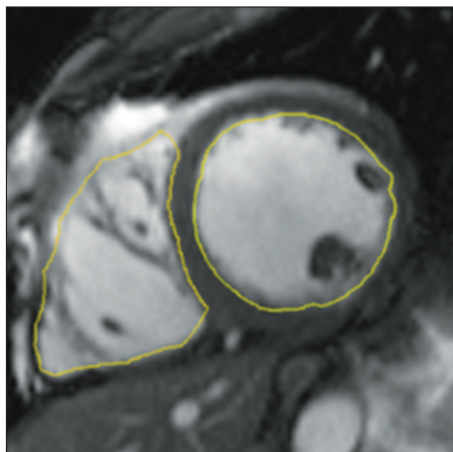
МРТ сердца без контрастирования в 2-камерной проекции, SSFP-последовательность
